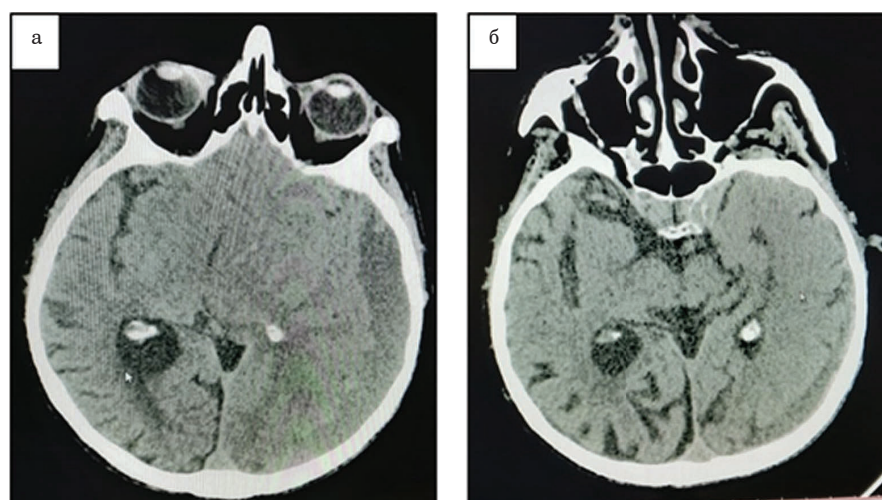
Компьютерная томография головного мозга: а – до операции; б – на 7-е сутки после операции
